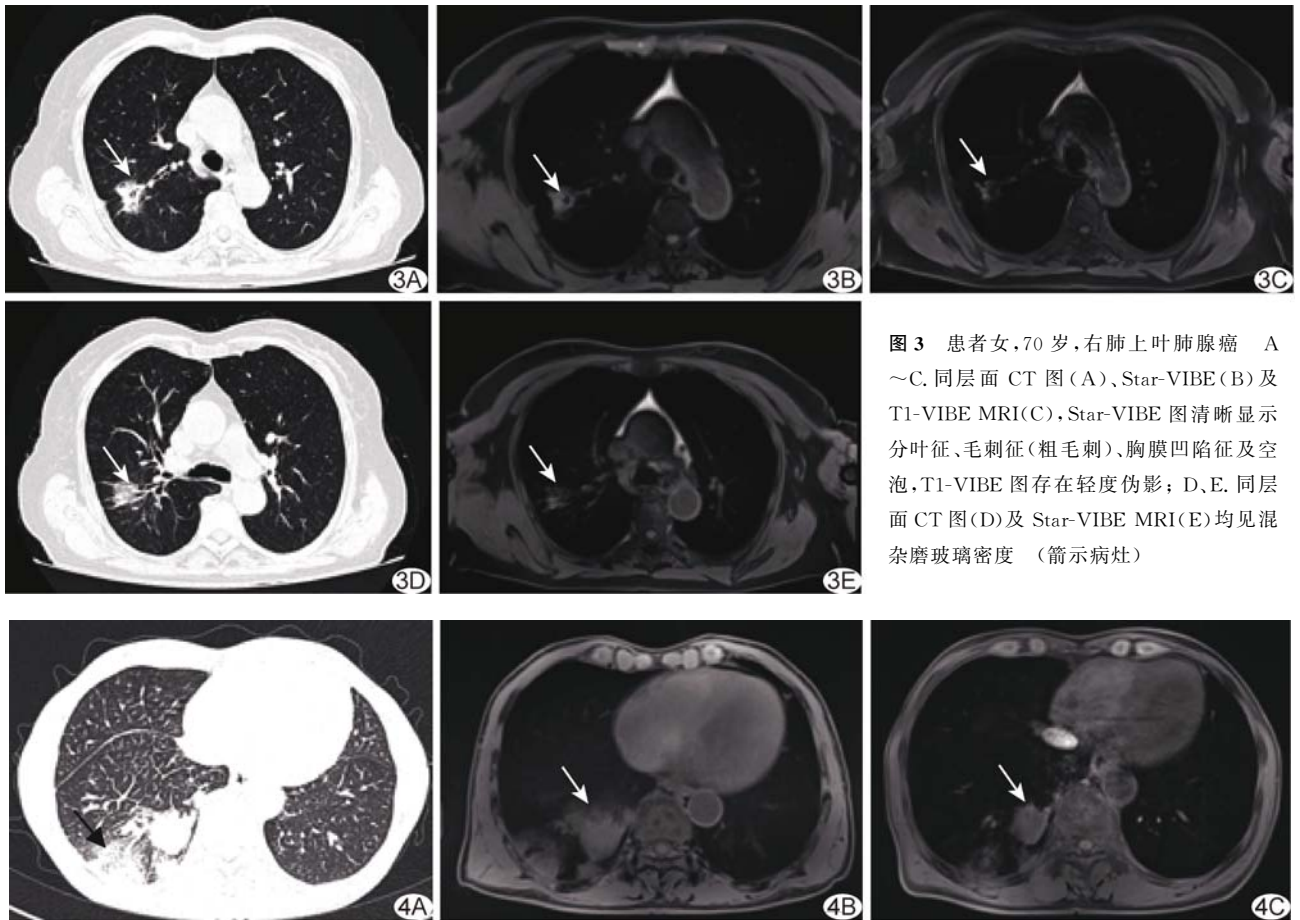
患者女,70 岁,右肺上叶肺腺癌 A~C. 同层面 CT 图(A)、Star-VIBE (B)及 T1-VIBE MRI(C),Star-VIBE 图清晰显示分叶征、毛刺征(粗毛刺)、胸膜凹陷征及空泡,T1-VIBE 图存在轻度伪影; D、E. 同层面 CT 图(D)及 Star-VIBE MRI(E)均见混杂磨玻璃密度(箭示病灶)
